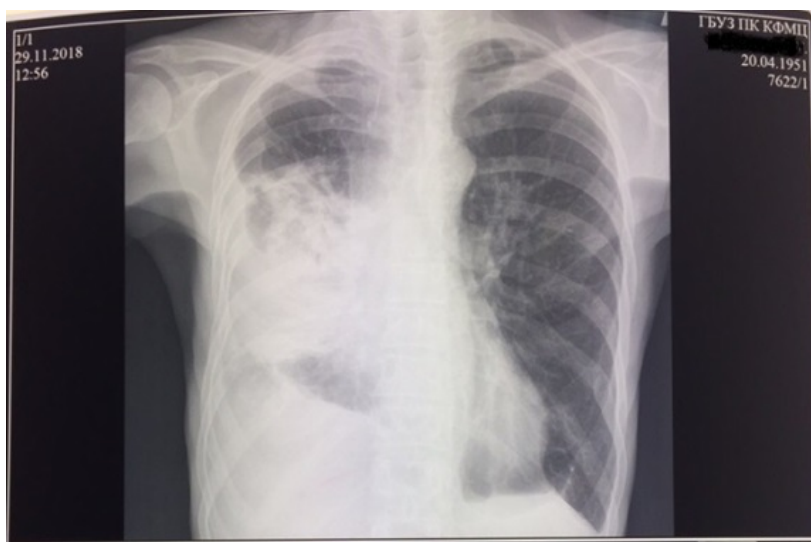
Рентгенограмма органов грудной клетки от 29.11.2018
